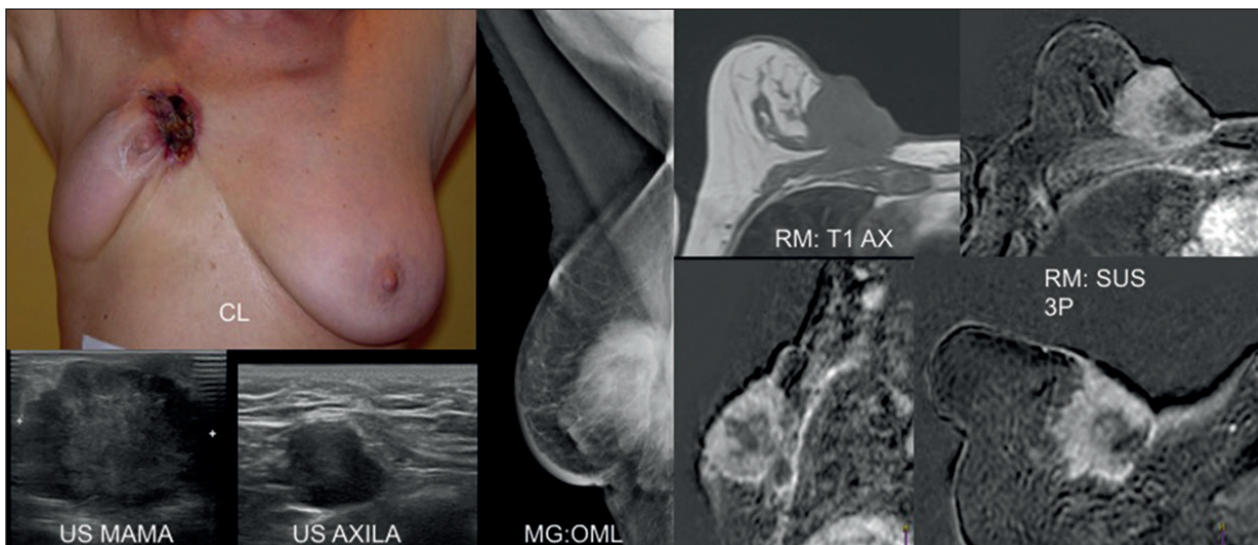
Carcinoma localmente avanzado de mama con infiltración cutánea, muscular y con afectación axilar. En resonancia magnética existe realce de la piel y de la musculatura pectoral que confirma la afectación de estas estructuras.
